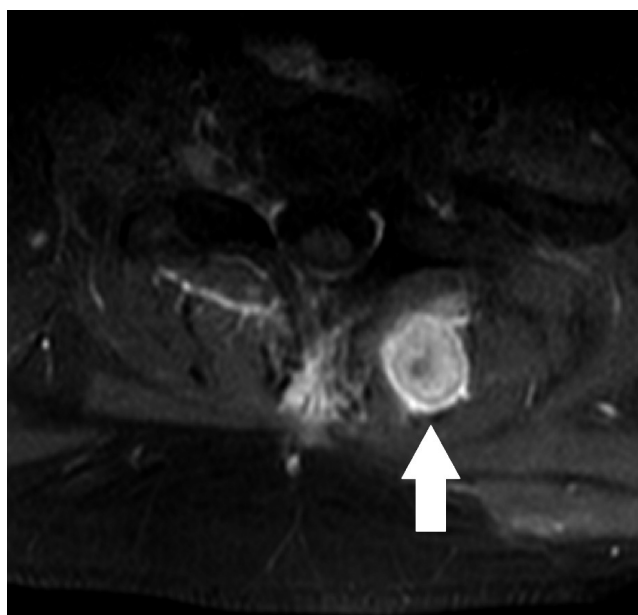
RESSONÂNCIA MAGNÉTICA DA COLUNA DORSAL NO CORTE AXIAL NA SEQUÊNCIA T1 COM CONTRASTE DEMONSTRANDO METÁSTASE NO QUARTO ARCO COSTAL À ESQUERDA (SETA BRANCA).
